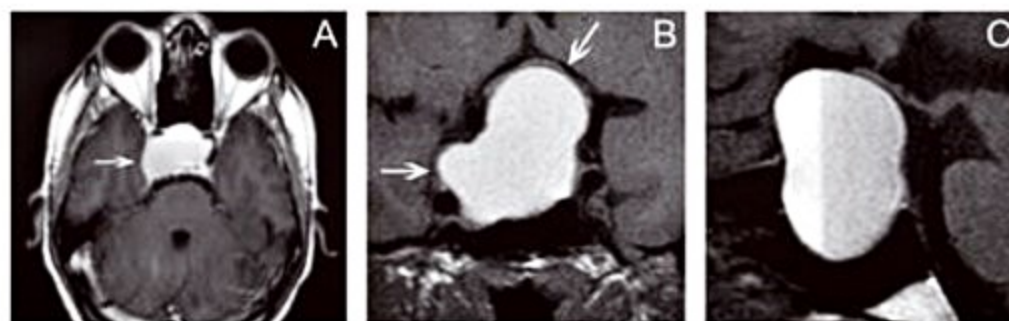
Ressonância magnética de um paciente com quadro agudo de cefaleia e perda visual demonstrando lesão intra e supra-selar com hipersinal em T1 sem contraste (B e C), com compressão do quiasma óptico (seta superior em (B)), provável invasão de seio cavernoso (seta em (A) e seta inferior em (B)) e nível líquido (A e C).
